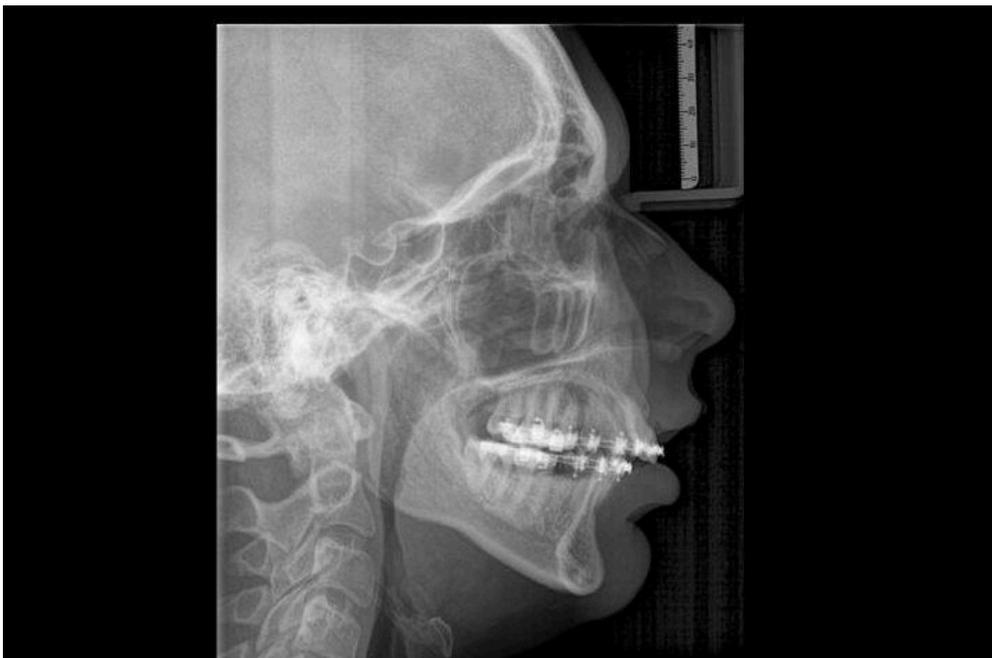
Telerradiografia - vista lateral. É possível notar a inclinação dos incisivos superiores para vestibular, sobressaliência acentuada, falta de projeção do mento, maxila e mandíbula retraídos.
